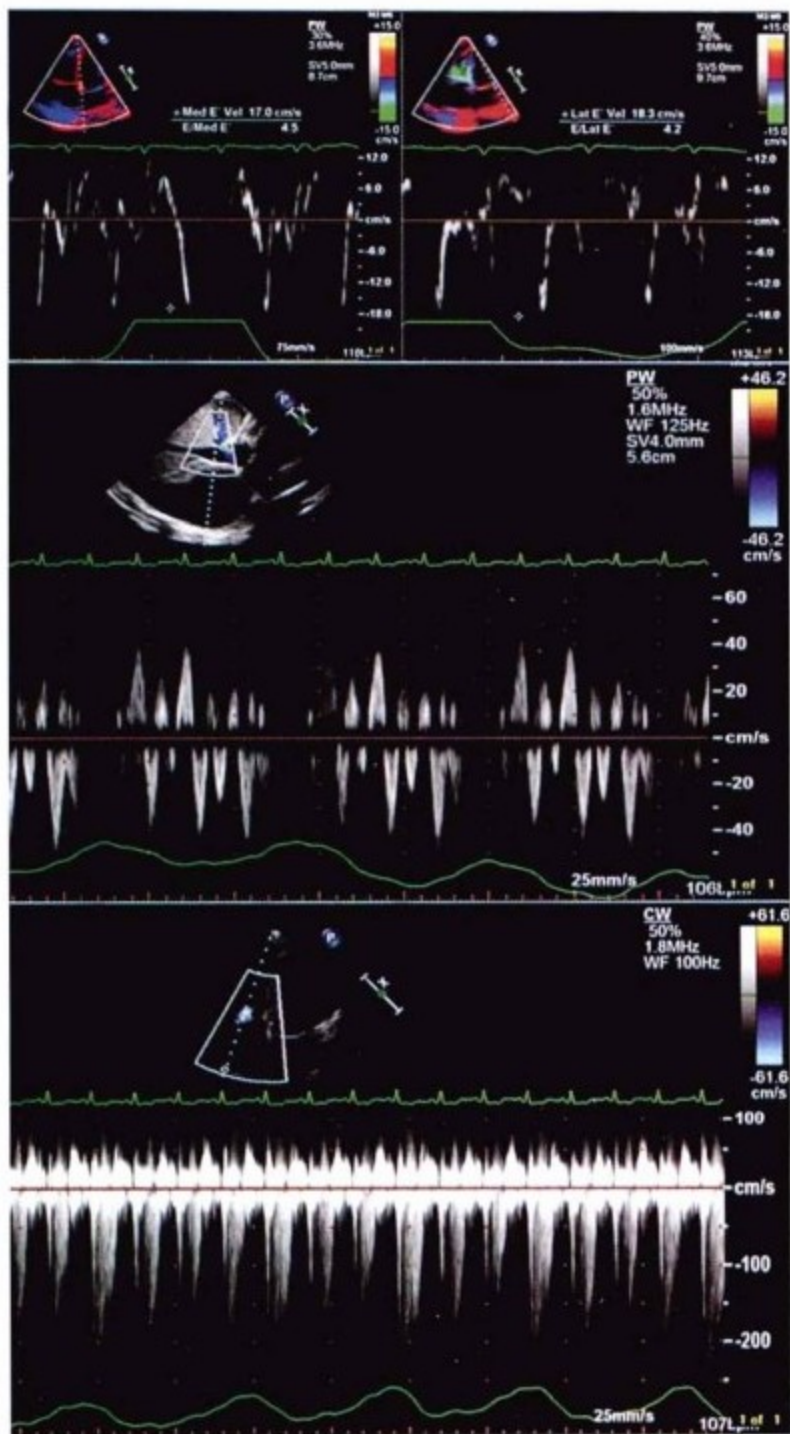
为经胸超声心动图。上图为二尖瓣瓣环组织多普勒超声检查,可见心室舒张正常(E'峰流速正常)。中图为肝静脉血流频谱,可见呼气时反向增加的肝静脉舒张期血流,符合缩窄的生理学改变。下图为三尖瓣反流的血流频谱,可见吸气时三尖瓣的反流量明显增加。
